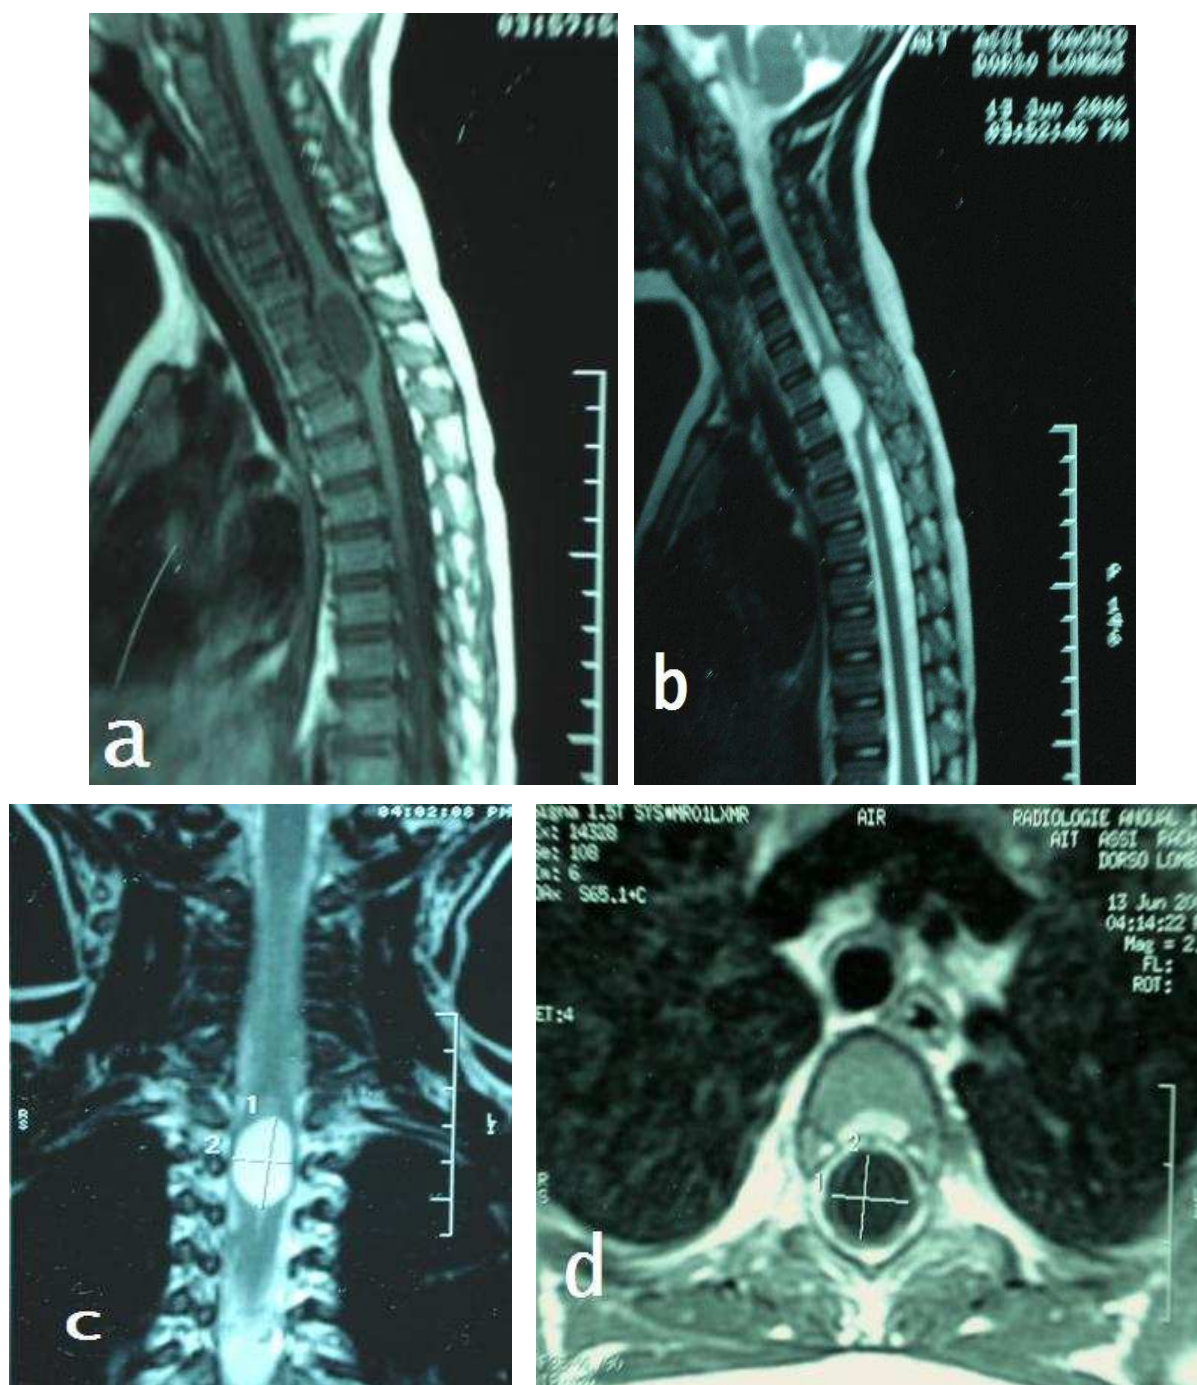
IRM rachidienne en coupe sagittale en séquence pondérée T1 (a) et T2 (b) sans injection de gadolinium, en coupe coronale en séquence pondérée T2 (c) et en coupe axiale en séquence pondérée T1 (d) après injection de gadolinium montrant l'aspect d'un kyste épidermoïde intramédullaire au niveau D2 à D3.
